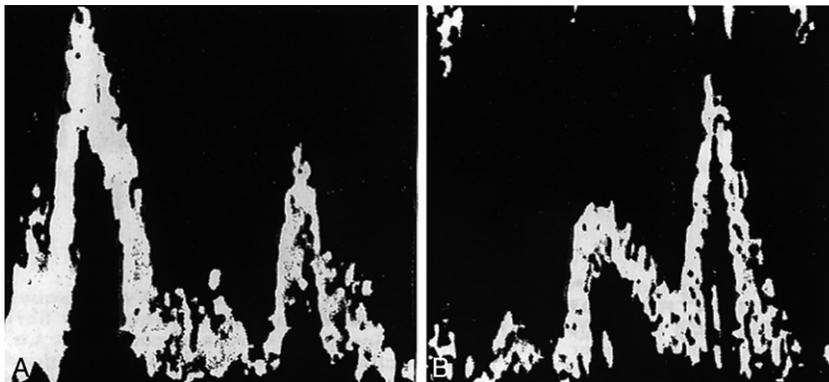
Doppler mitral en ETT.
